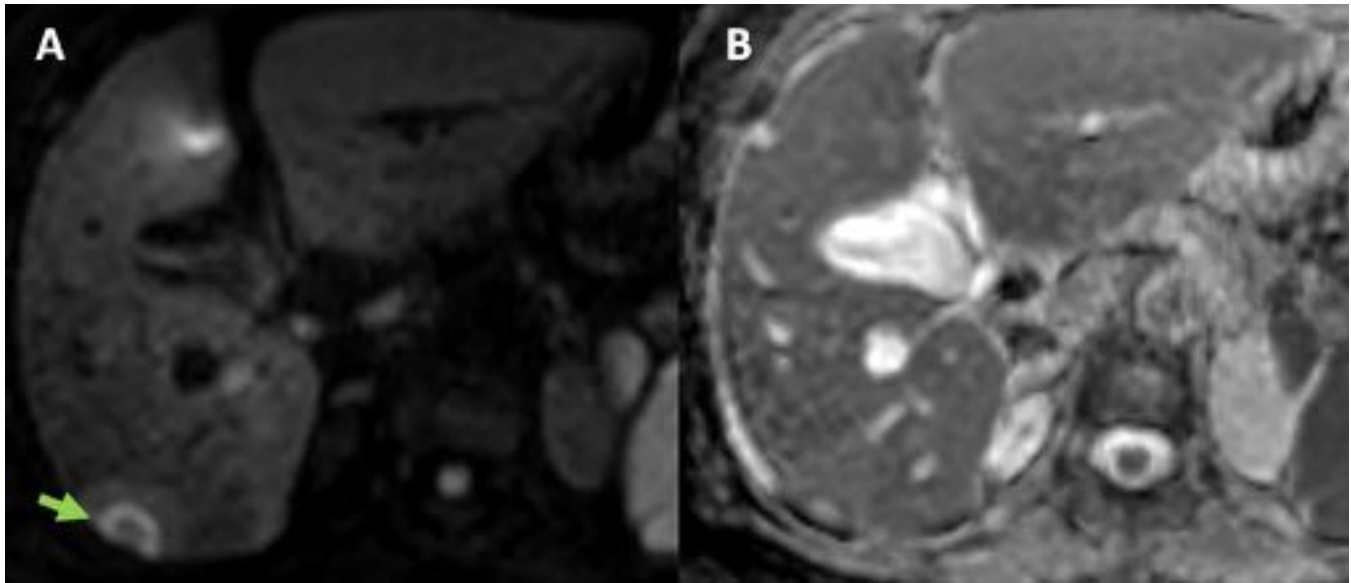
Colangiocarcinoma intrahepático, signo de la diana. A y B: imágenes transversales de RM difusión (b 1000) y mapa de ADC que muestran lesión subcapsular con restricción de la perfusión en anillo (flecha), hallazgo diferencial entre el colangiocarcinoma intrahepático y el hepatocarcinoma en el hígado cirrótico.
